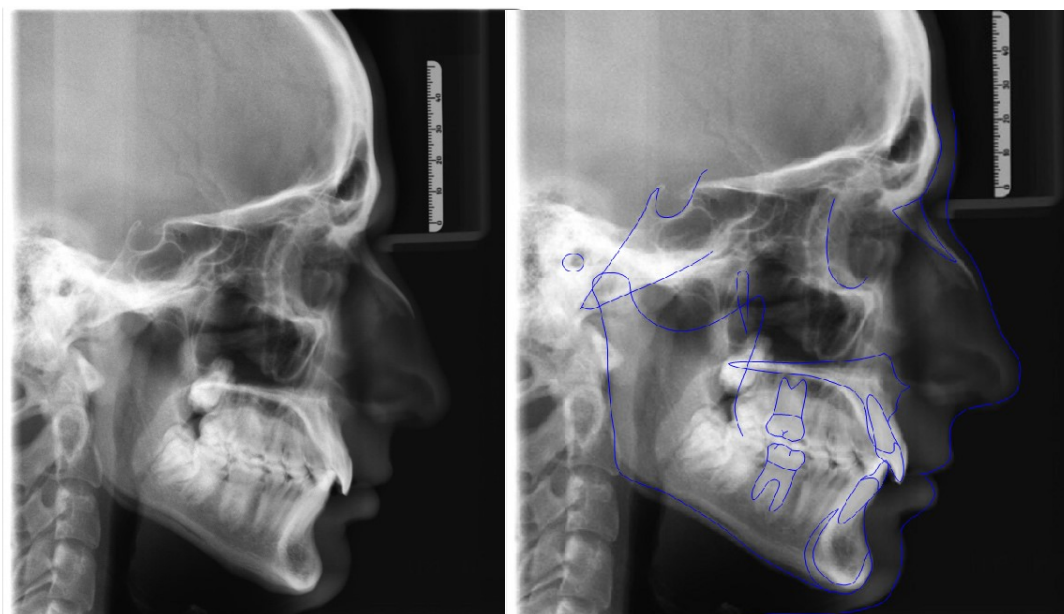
Telerradiografia de perfil (2022)
